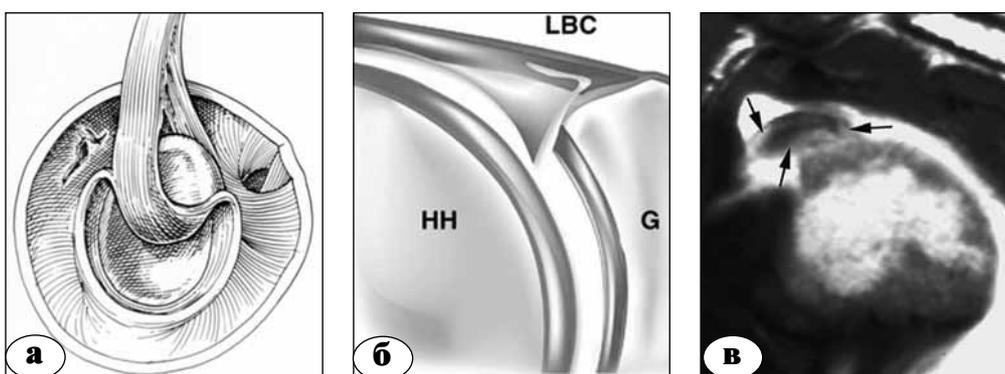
SLAP тип III: а – сагиттальный вид; б – фронтальный срез; в – МРТ, корональная проекция
